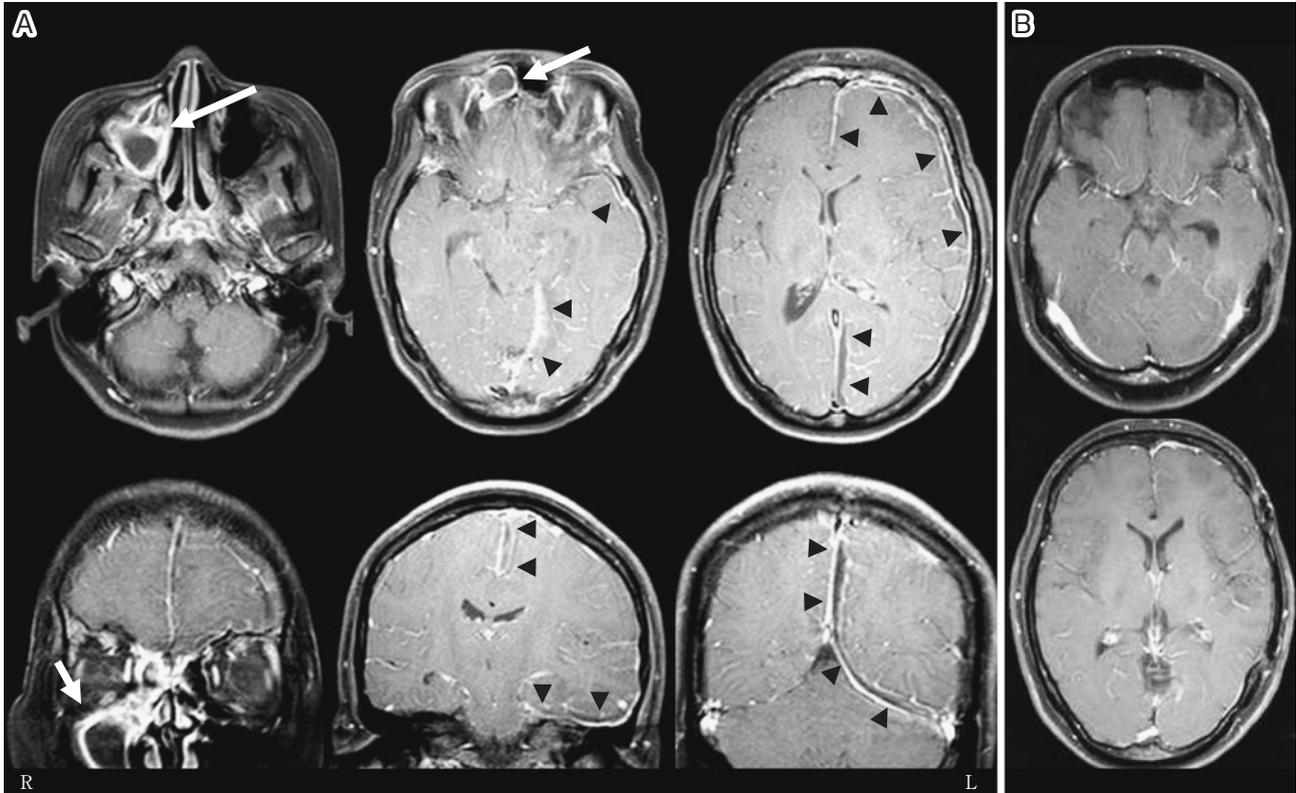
MRI findings of the subdural empyema before and after treatment.
